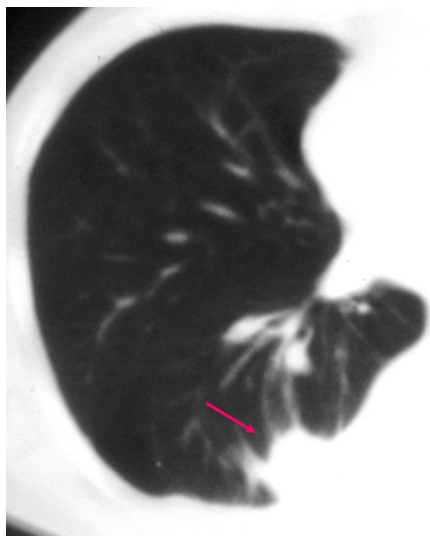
CT显示一例圆形肺不张(箭头)。其形态特征为: 位于胸膜下, 弯曲血管伸入不透明影, 并见胸膜改变
